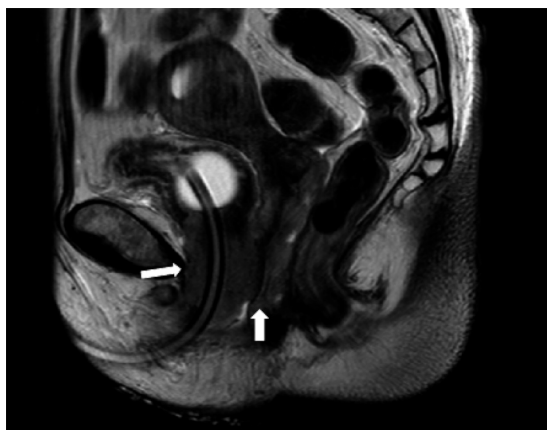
Pelvic magnetic resonance imaging (MRI) shows the urethral tumor is suspected to invade to the anterior vaginal wall (arrow).
